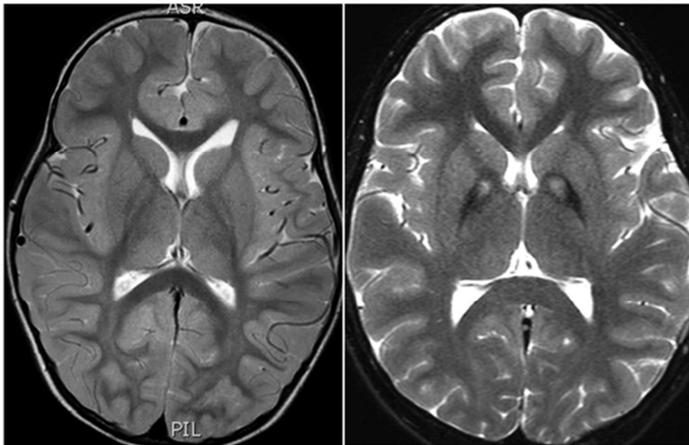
Typische MRT-Veränderungen im Gehirn bei PKAN. (links) Normales Gehirn: T₂-gewichteter Axialschnitt mit normalem Signal im Globus pallidus, (rechts) PKAN-typisches Gehirn mit hyperintensem Signalbereich im Zentrum, umgeben von einem hypointensen Signalbereich im Globus pallidus.
